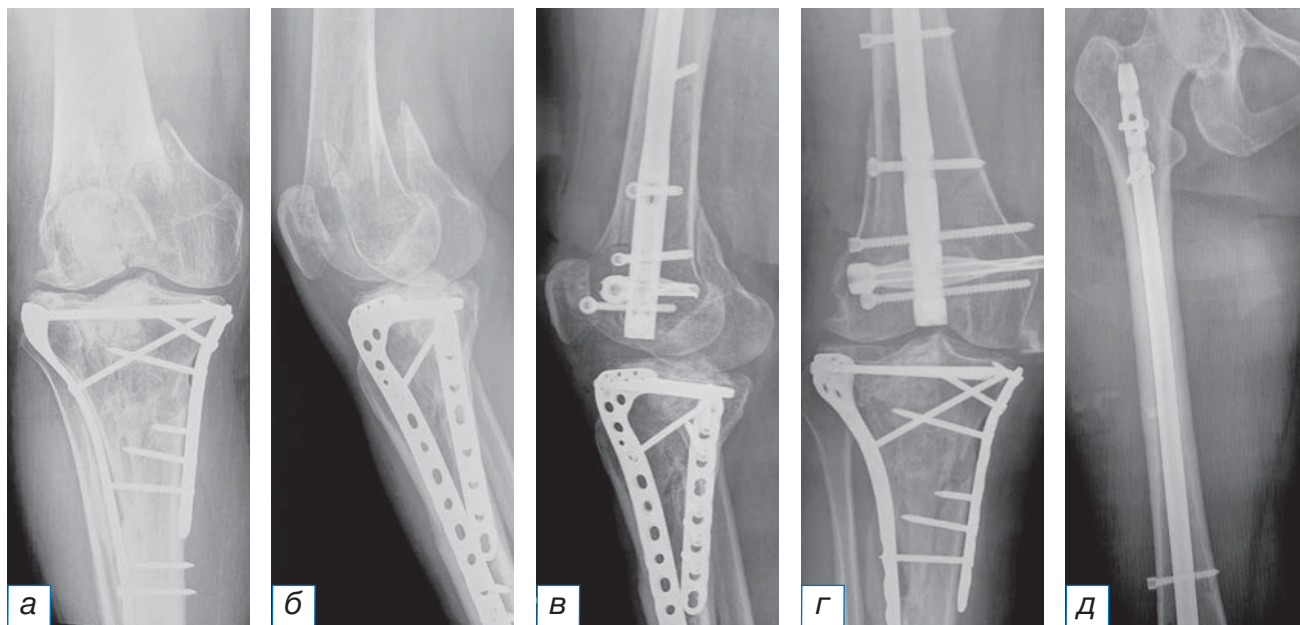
Рентгенограммы пациентки 62 лет с диагнозом закрытого оскольчатого перелома дистального отдела правой бедренной кости до операции (а) и после оперативного лечения (б–д).
